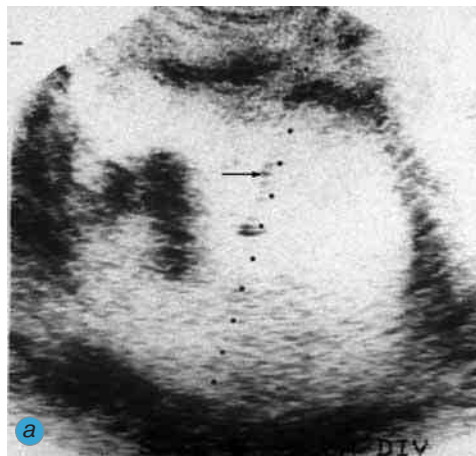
Дренирование паранефрального абсцесса: а — сканограмма (стрелкой обозначена пункционная игла); б — рентгенограмма
